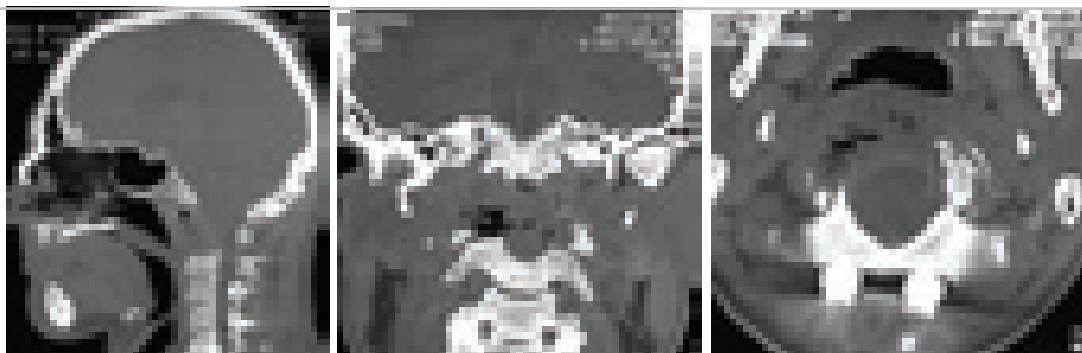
КТ и МРТ после операции – окципитоспондилодез и трансоральное удаление хордомы основания черепа. СКТ в костном режиме. Состояние после тотального удаления хордомы, трепанации переднего полуколыца C1, зубовидного отростка C2 и верхних отделов тела C2 позвонка.
